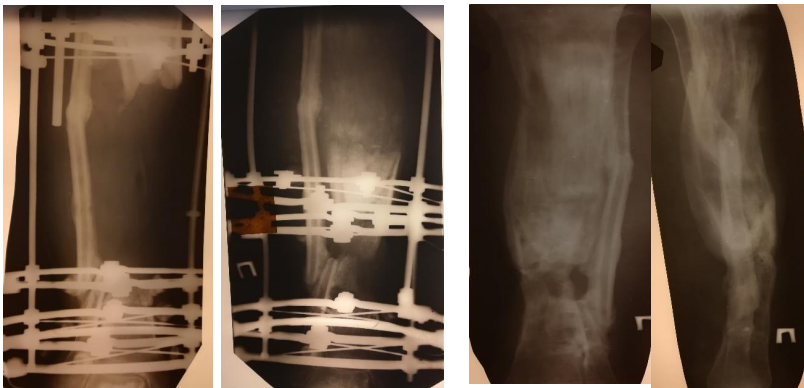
Пациент К., 54 г Рентгенограмма правой голени в прямой проекции. Дефекты большеберцовой кости 17 см.
